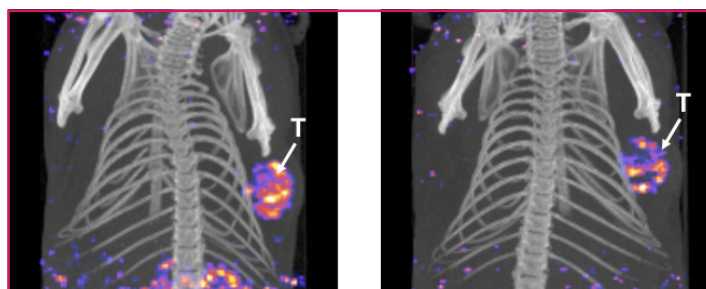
Images SPECT/CT d'une tumeur (T) humaine de la prostate greffée chez une souris obtenues 1 h (gauche) et 4 h (droite) après injection intraveineuse dans un volume de 100 µL du composé [¹¹¹In]JMV4168 (250 pmol).
